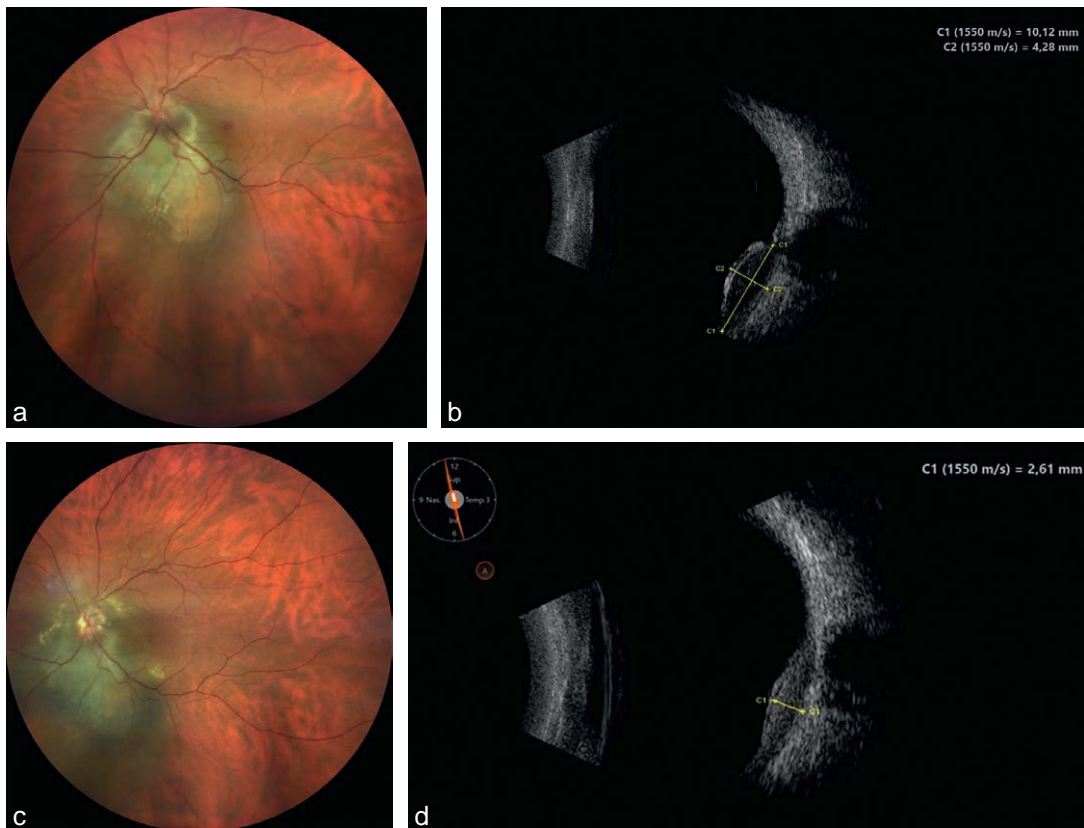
a-d. Mélanome choroïdien envahissant le nerf optique. Pas de nodule d'extériorisation visible en échographie (b). Post-protions (c), début de maculopathie radique. Régression de la lésion en échographie B (d).
